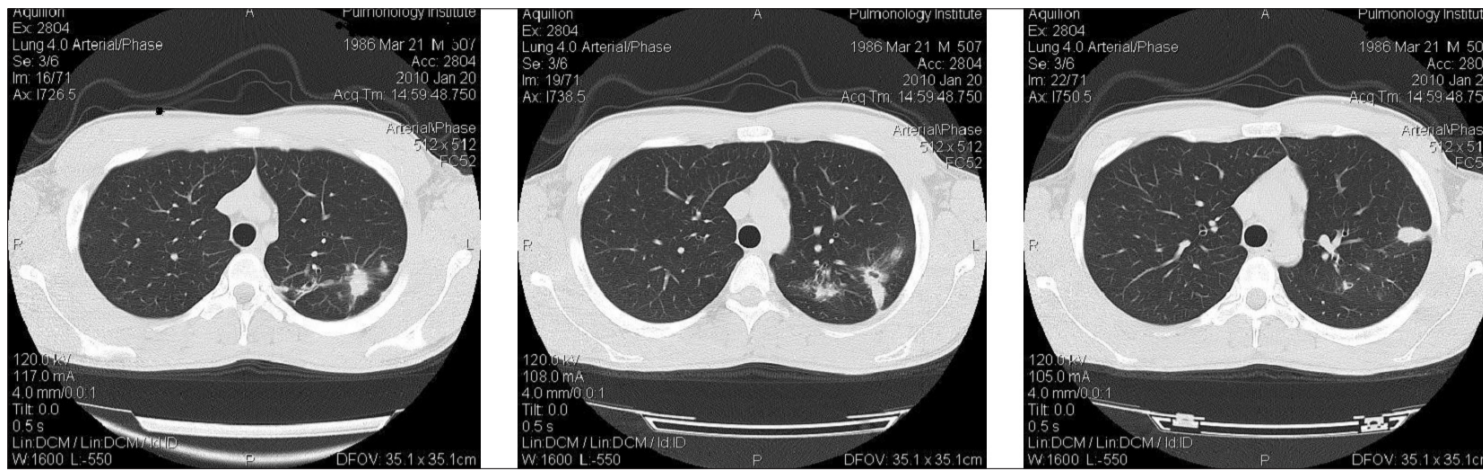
Компьютерные томограммы органов грудной клетки больного Т. через 6 мес от начала лечения. Туберкулома с распадом, туберкулома без распада, множественные очаги, рубцы, фиброз
